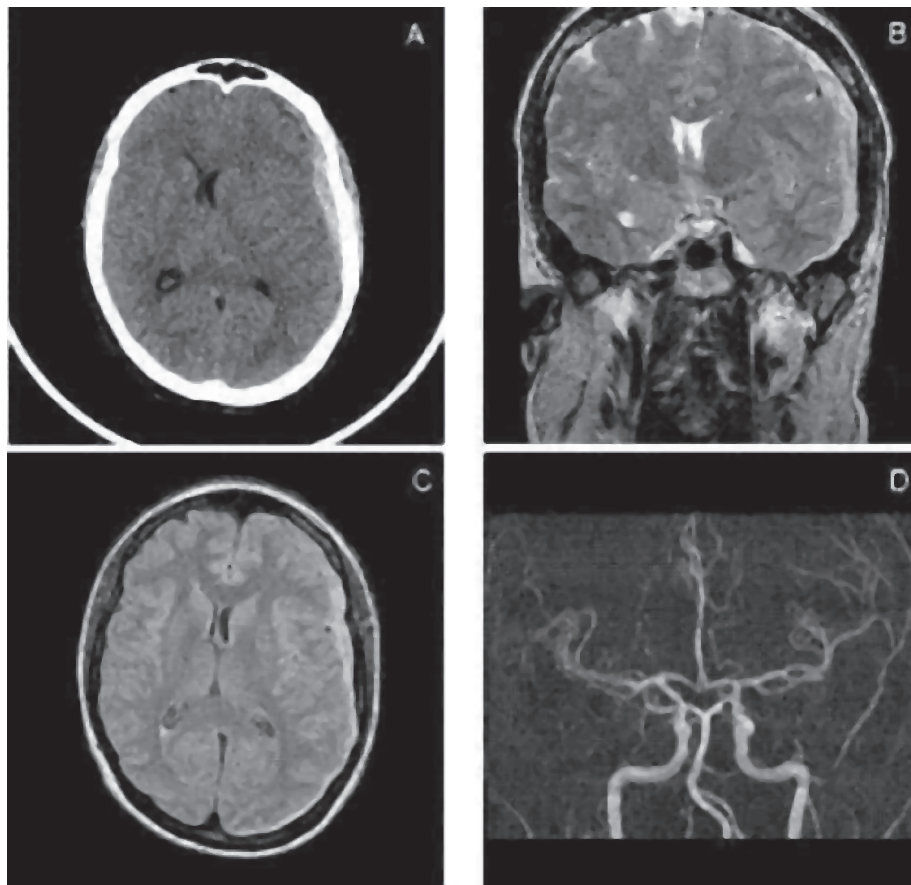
A: Tomografia de Crânio. B e C: Ressonância Magnética de Crânio. D: Angiorressonância Magnética Arterial de Crânio.
